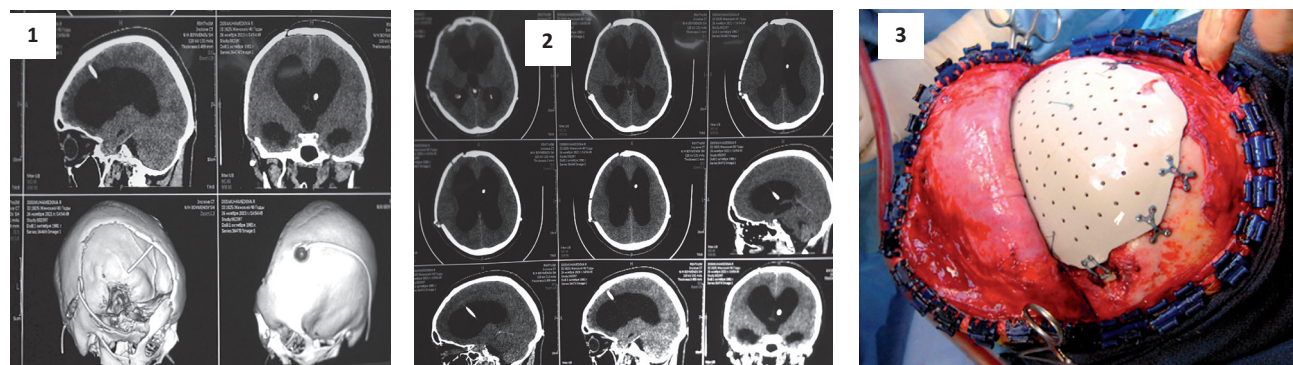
При МСКТ головного мозга отмечается удовлетворительное стояние шунтирующей системы, сохраняется вентрикуломегалия (1 – МСКТ головного мозга после операции с 3D конструкцией; 2 – МСКТ головного мозга аксиальной и сагитальной проекции; 3 – интраоперационная картина импланта Striker (Франция)
